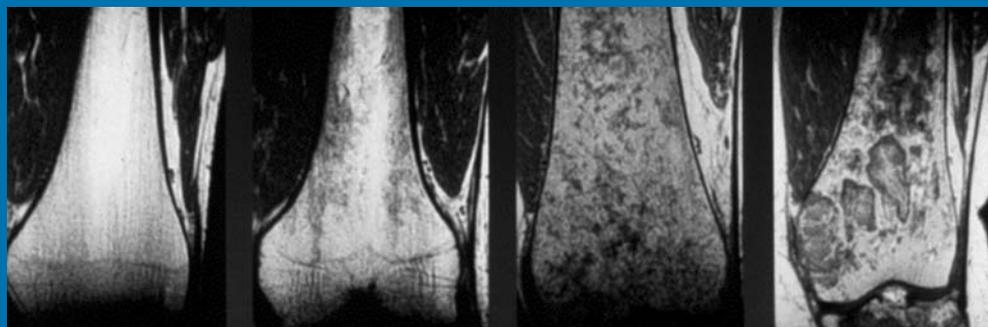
Patrones de infiltración de médula ósea por células de Gaucher en la RM (porción distal de fémur). Patrón normal sin infiltración (izquierda), patrón homogéneo (dos imágenes del centro) y patrón heterogéneo (derecha). Por cortesía del Dr. LW Poll.
